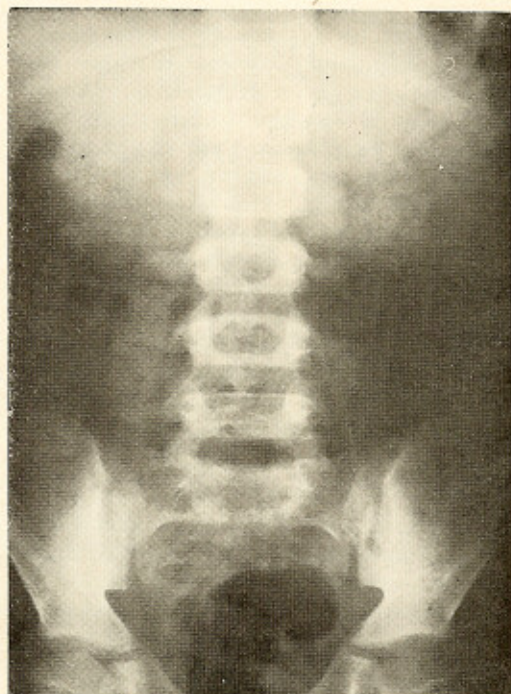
Caso I: radiografia simples do abdôme obtida durante a 1.ª internação; não se notam anormalidades.
